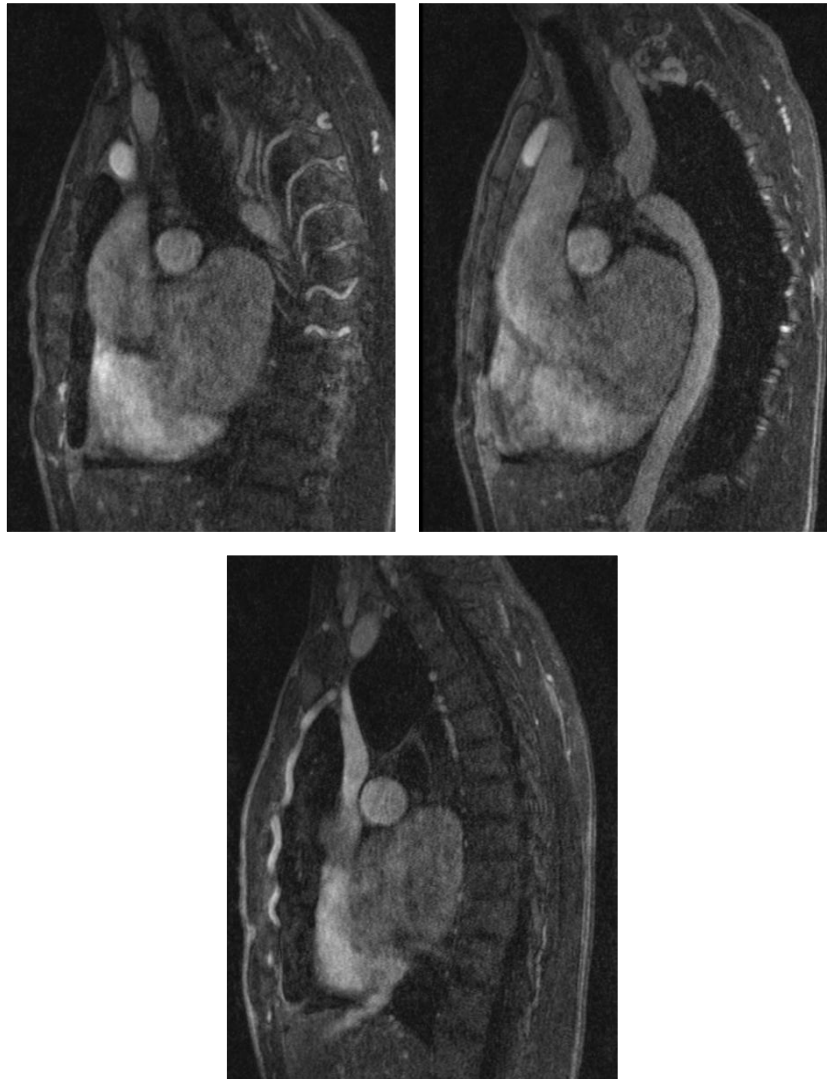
Angioresonancia magnética Se muestran imágenes en T1 FAT SAT posterior a la administración de gadolinio. Se observa coartación aórtica así como la circulación colateral a través de las arterias intercostales y las mamarias internas.
